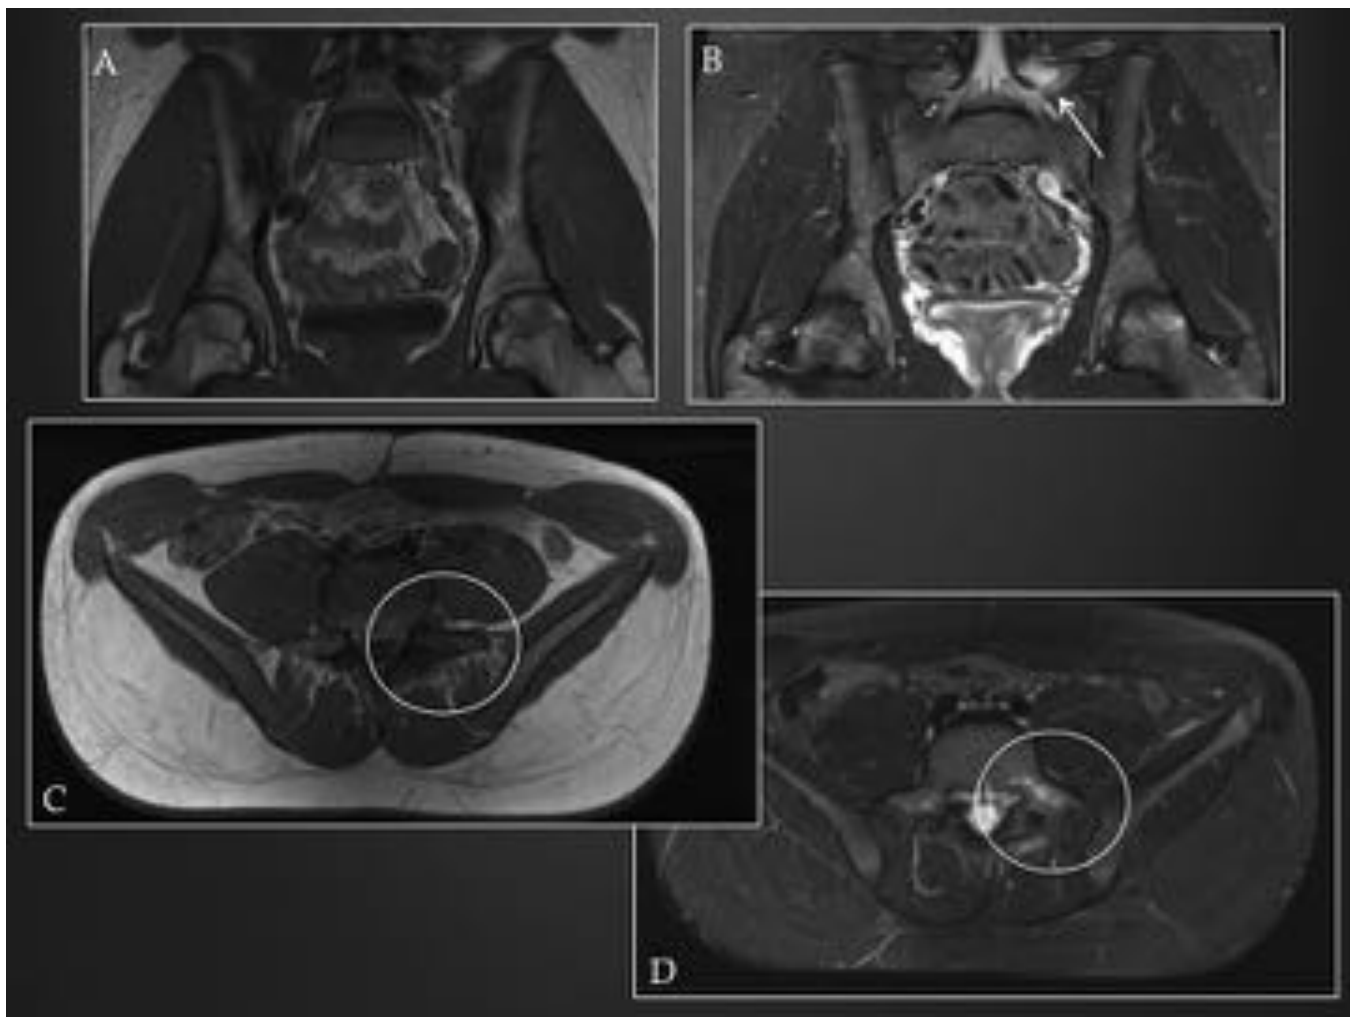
Fractura de estrés de la pars interarticularis. Paciente de 15 años con RM realizada por dolor referido en espina iliaca posterosuperior. Se observa edema en pars interarticularis izquierda de L5, sin fractura establecida.
